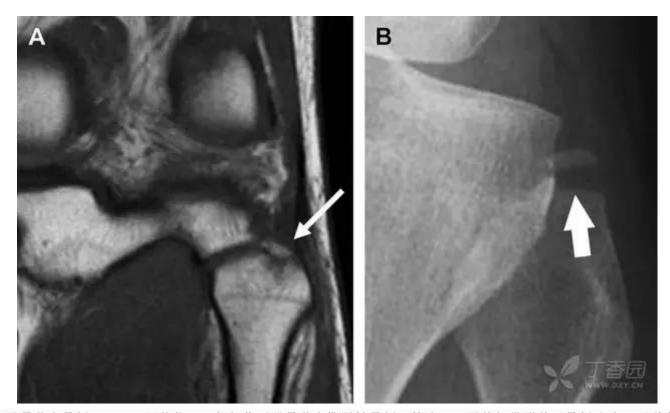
跌倒后发生腓骨茎突骨折。A MRI 冠状位 T1 加权像示腓骨茎突撕脱性骨折(箭头)。弓状韧带附着于骨折碎片,而联合腱绕过外侧附着于其上。B 正位片见横形骨折线(箭头)
